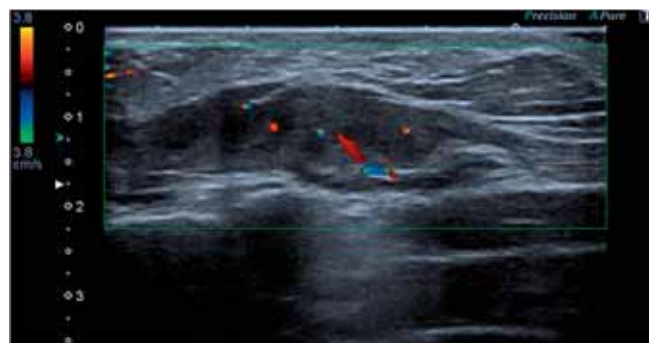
Sonographische Darstellung der gut perfundierten Raumforderung im Bereich der linken Thoraxwand.
